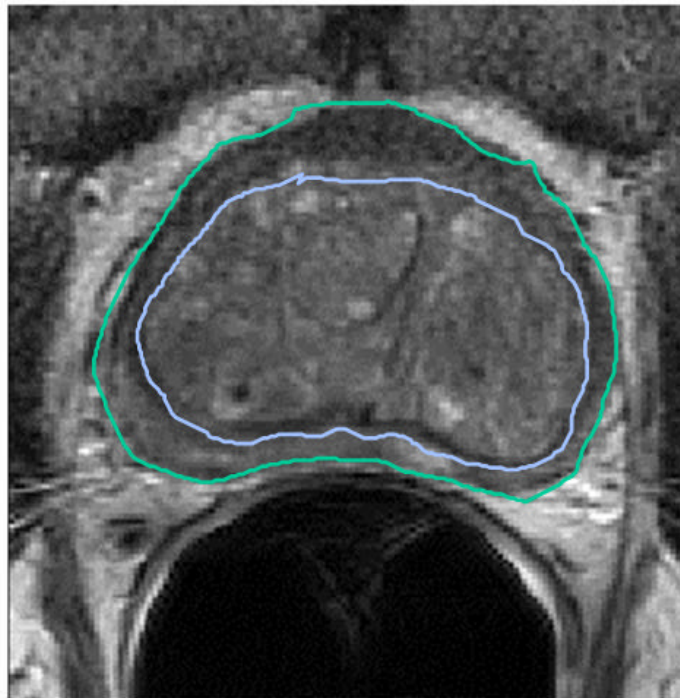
Freihändig eingezeichnete ROIs zur Flächenmessung der peripheren Zone und der zentralen Drüsenanteile der Prostata. Axiales T2-gewichtetes MRT-Bild.
